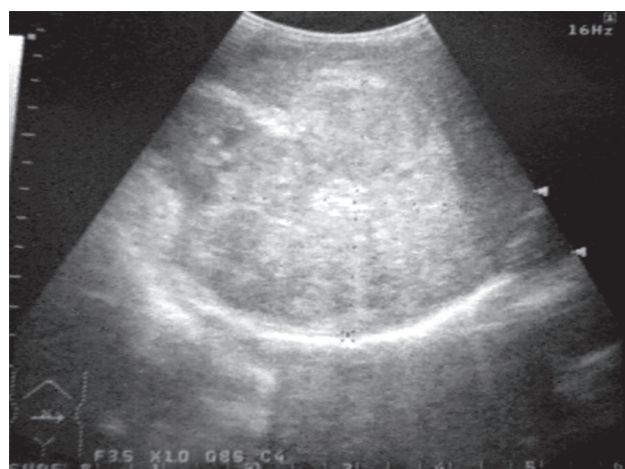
Examenul ecografia neuroblastomului retroperitoneal.
